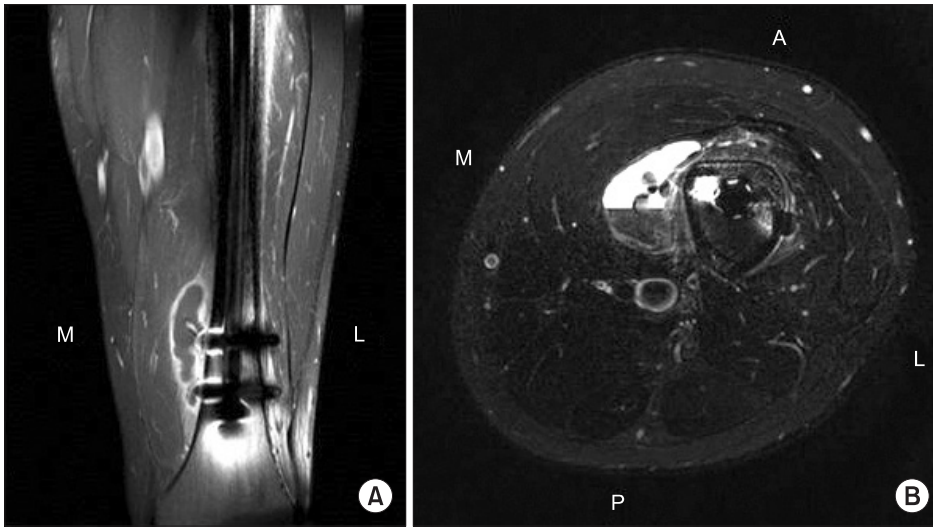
(A) Fat suppressed coronal T1 magnetic resonance (MR) contrast image of the left distal thigh showing a pseudoaneurysm with an internal hematoma. (B) Blood fluid level was shown adjacent to the distal interlocking screw tip in a hematoma on a fat suppressed axial T2 MR image. A, anterior; P, posterior; M, medial; L, lateral.
